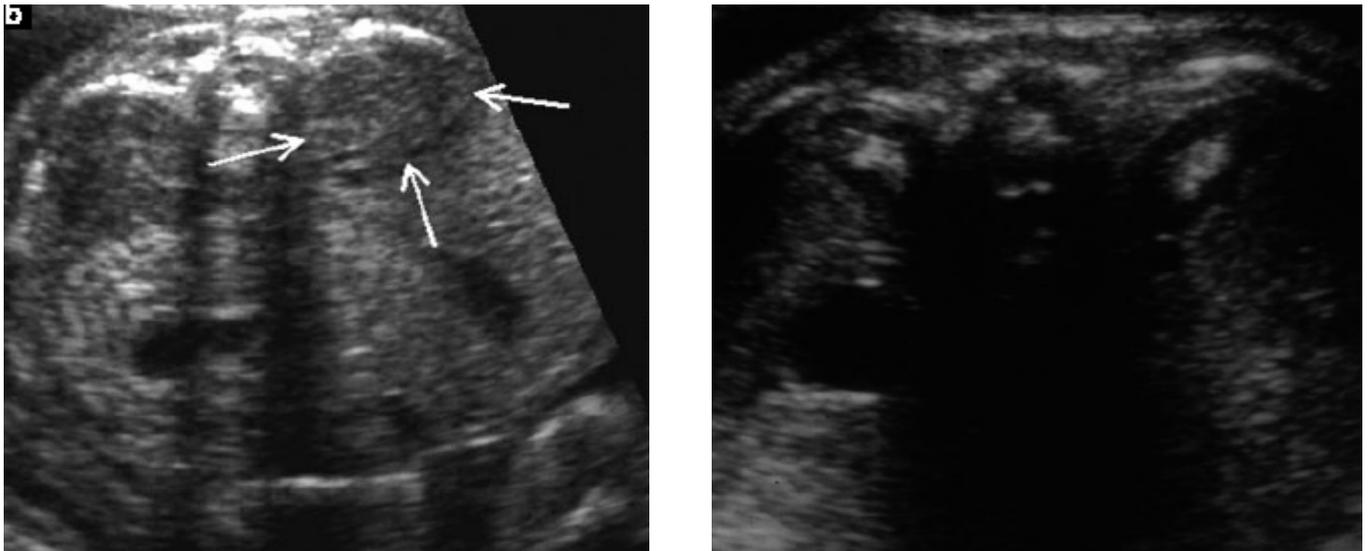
Comparaison échographique du volume des surrénales entre fœtus de 23 SA atteint d'une HCS (A) et un fœtus de 23 SA normal (B)
